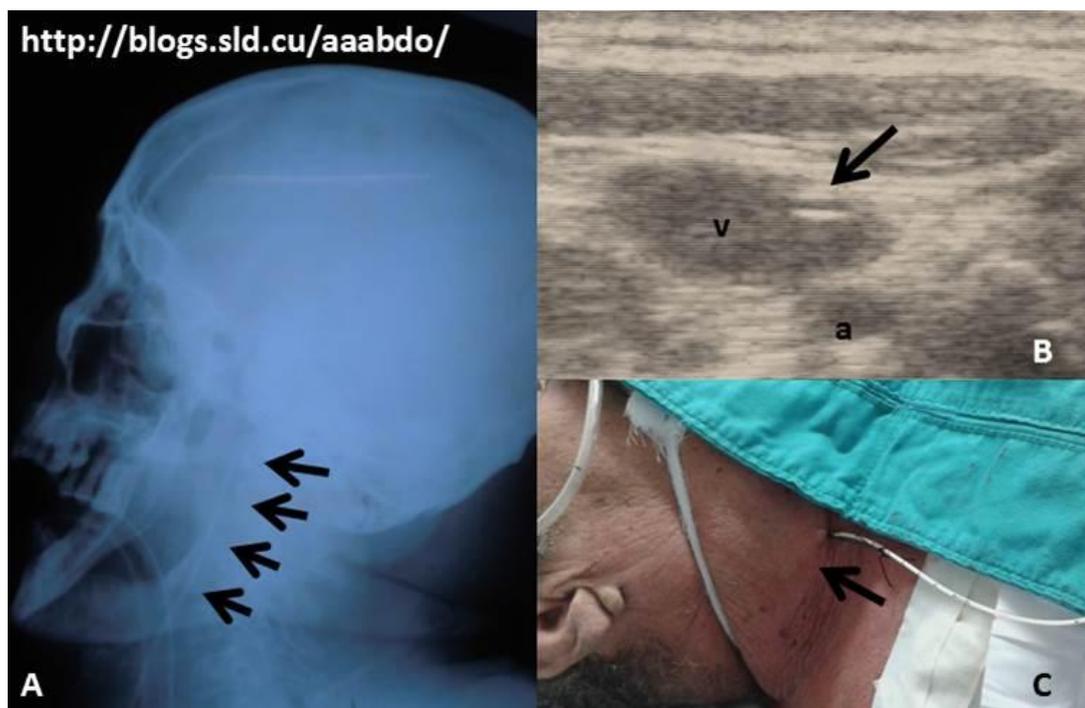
Catéter colocado en vena yugular interna para toma de muestras a nivel del golfo yugular para neuromonitoreo. A: radiografía cervical lateral para visualizar localización de punta del catéter. B: vista oblicua de vena yugular interna con catéter en su interior, a: arteria carótida, v: vena yugular. C: vista externa final.
